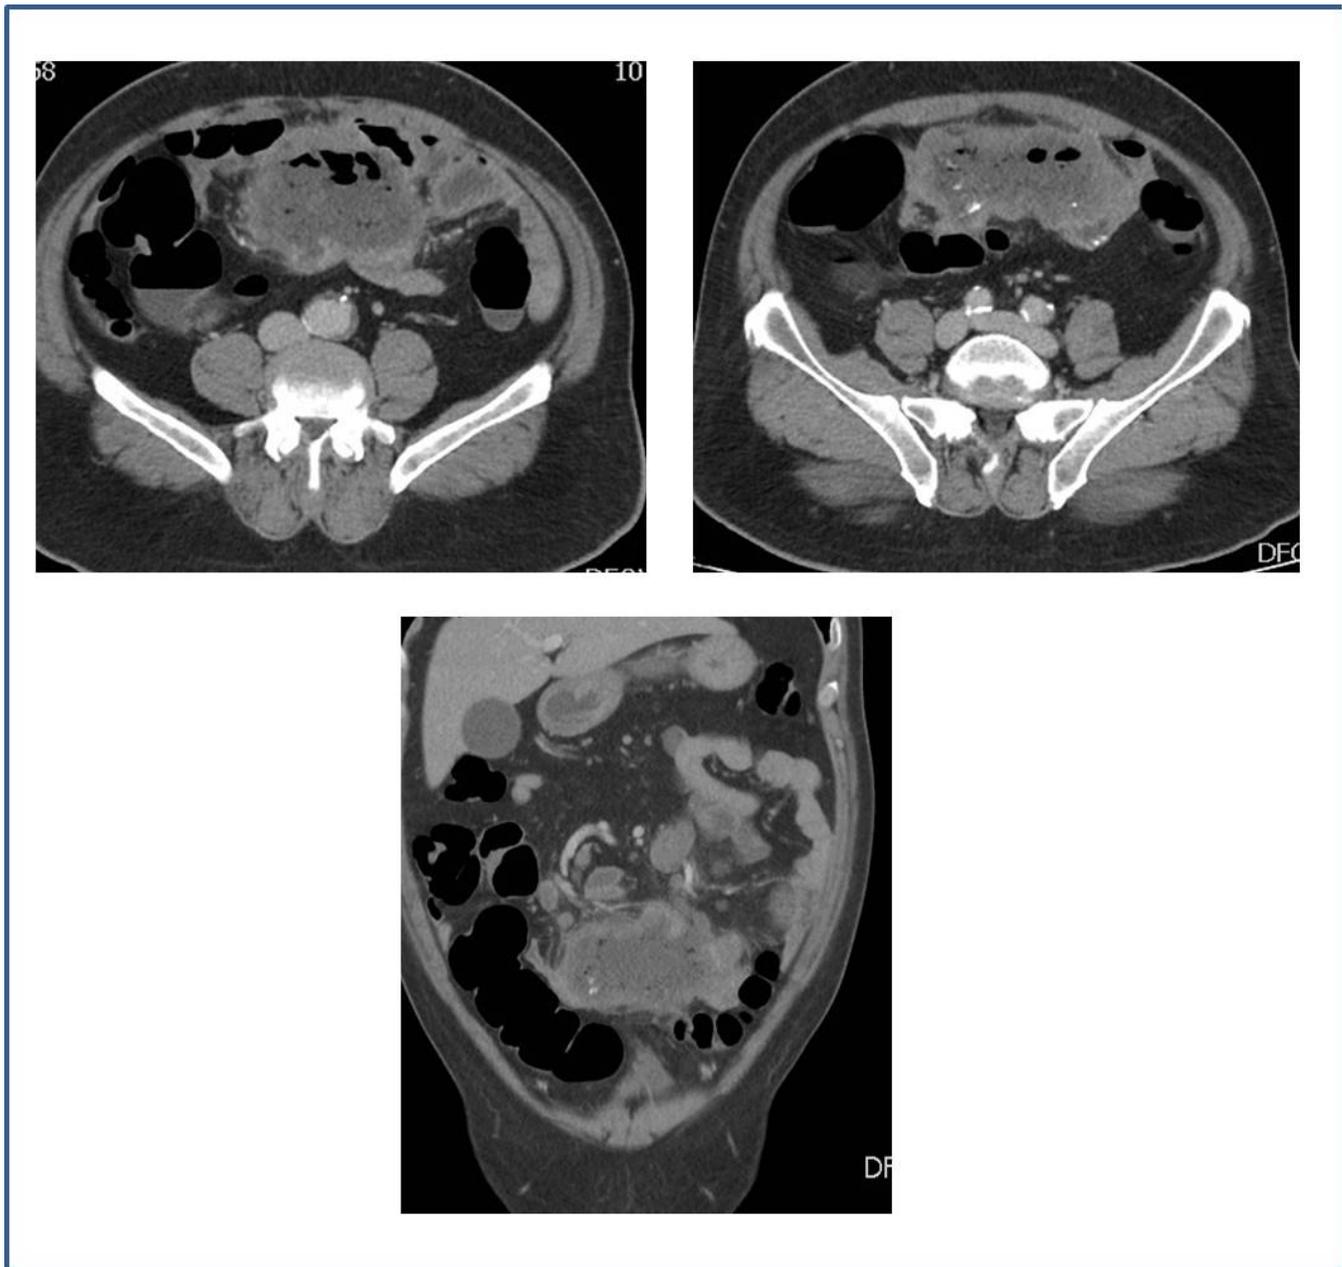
Se le realiza TC abdominal donde se aprecia gran masa mesentérica con gran componente inflamatorio y múltiples adenopatías tanto mesentéricas como retroperitoneales de gran tamaño y signos de necrosis intratumoral.
